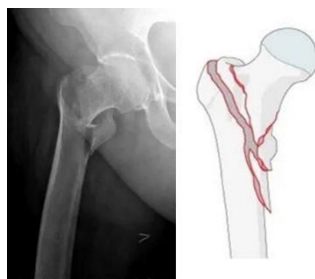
Рентгенологический снимок и изображение чрезвертельного перелома бедра
